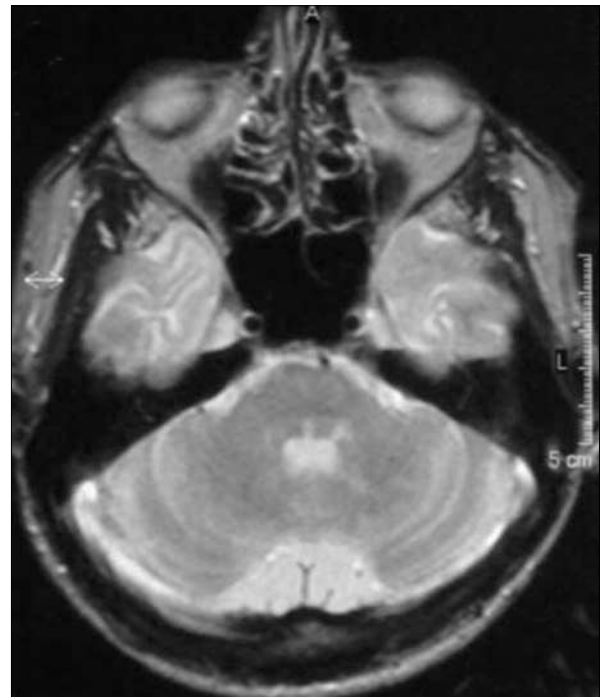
RM assiale T2 dipendente. L'immagine mostra una lesione iperintensa situata nella regione dei nuclei vestibolari a sinistra in paziente affetta da SM con sintomatologia vertiginosa
